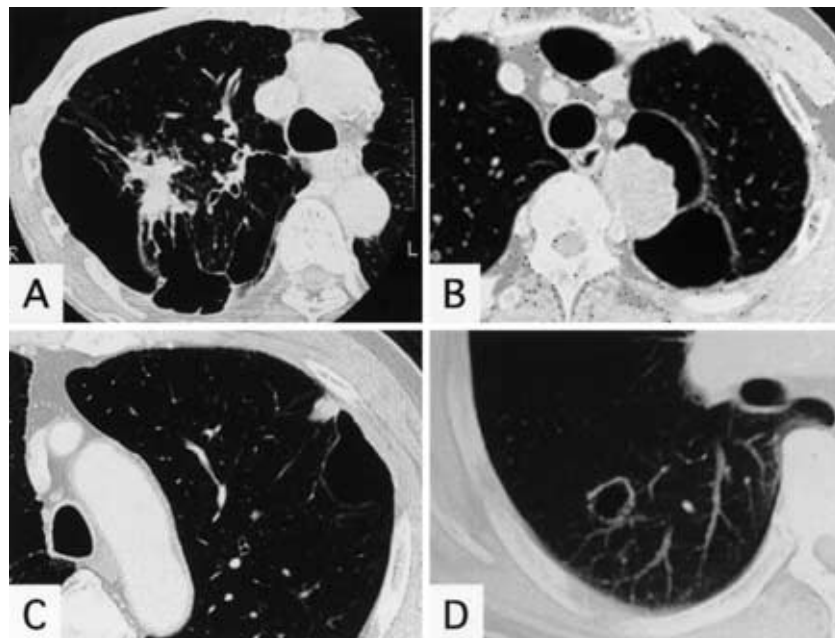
A chest CT of the tumor arising from the walls of bullae. A (Case 1). An irregular opacity on the wall of a bulla in the right upper lobe. B (Case 2). A protruding nodule inside the wall of a bulla in the left upper lobe. C (Case 3). A small nodule in the lung parenchyma adjacent to the wall of a bulla in the left upper lobe. D (Case 4). The anterior wall of the bulla in the right lower lobe was thickened, but the posterior wall was not.
